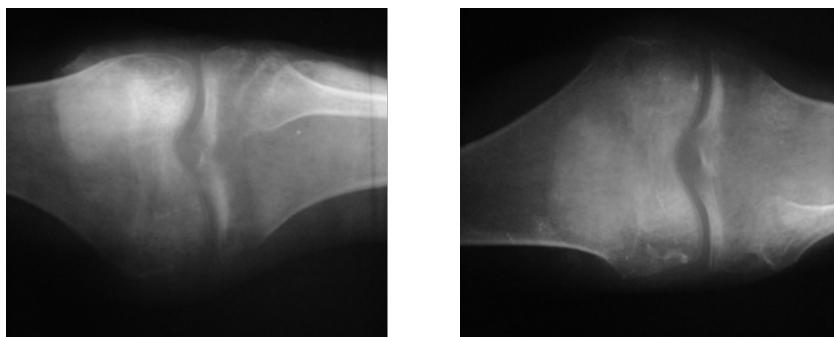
Radiografías frontales de ambas articulaciones de rodilla donde se visualiza osteoporosis metafisiaria y esclerosis de los platillos tibiales.
